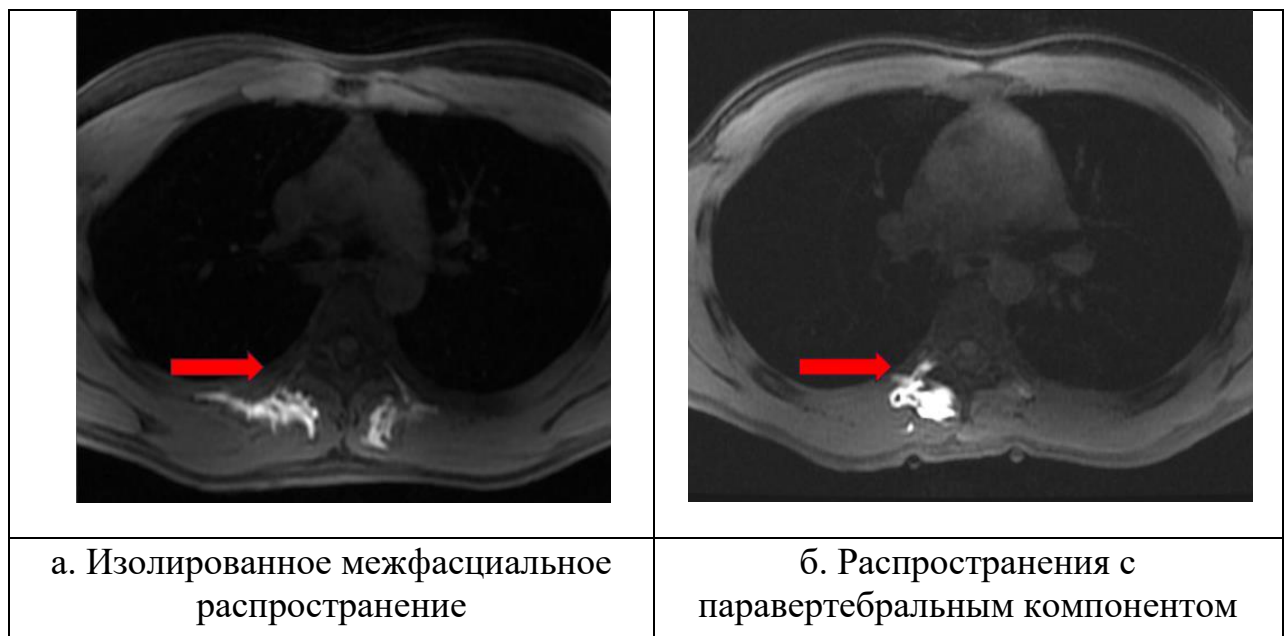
МРТ-визуализация распространения инъектата при ESP-блокаде. Примечание: Стрелка — зона паравертебрального пространства.
